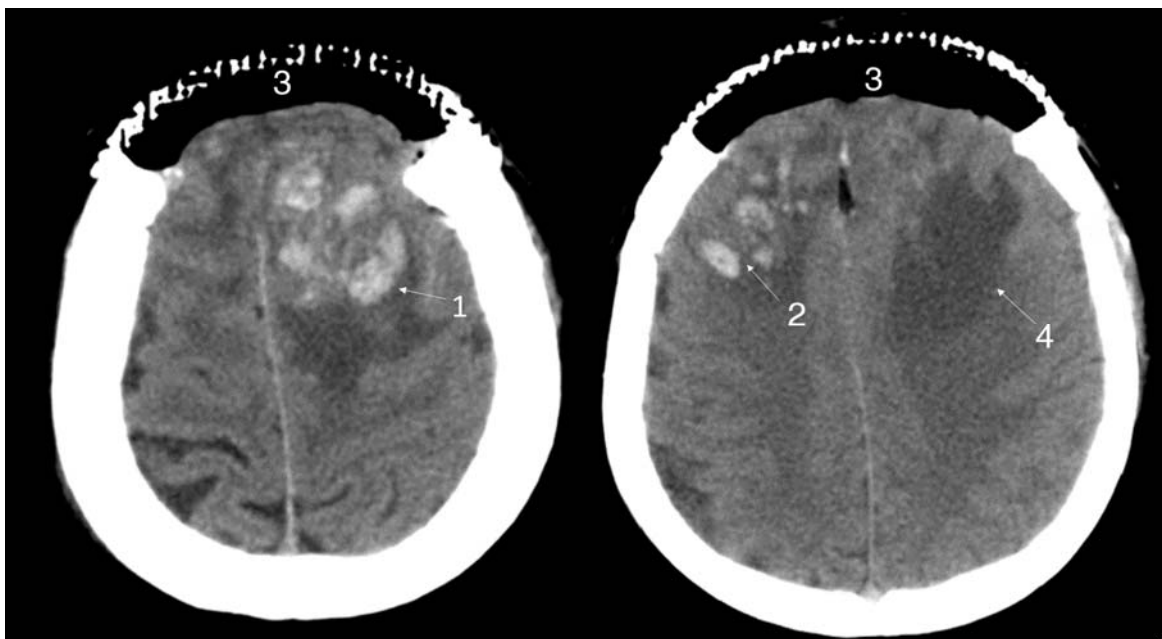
СКТ головного мозга 3 – е сутки после операции. Аксиальный срез. 1 – внутримозговая гематома в левой лобной доле, 2 – сгустки крови в правой лобной доле, 3 - скопление воздуха, 4 – перифокальный отек
